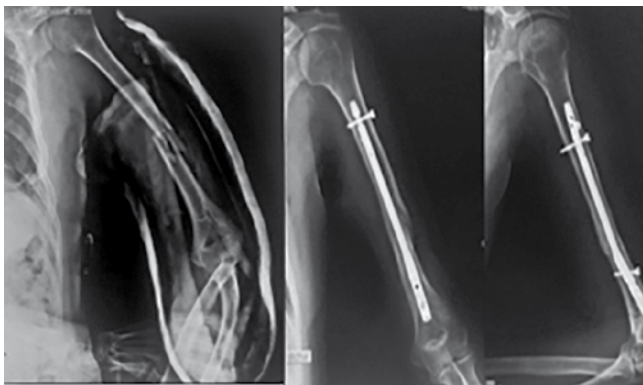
Radiografía con proyección anteroposterior y lateral donde se visualiza Fractura Humero diafisario izquierdo (imagen izquierda) Reducción indirecta mediante técnica de enclavado endomedular vía anterógrada. (imagen derecha)
